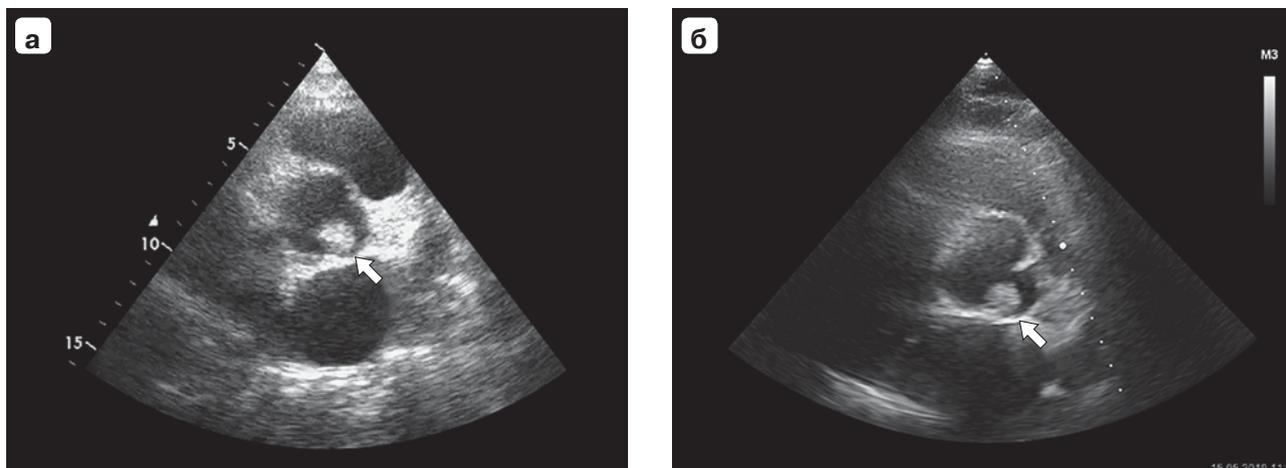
Наблюдение 1. Эхокардиограмма папиллярной фиброэластомы (стрелка) в проекции левой коронарной створки аортального клапана в 2016 г. (а) и в 2018 г. (б). Размеры опухоли без существенной динамики.
